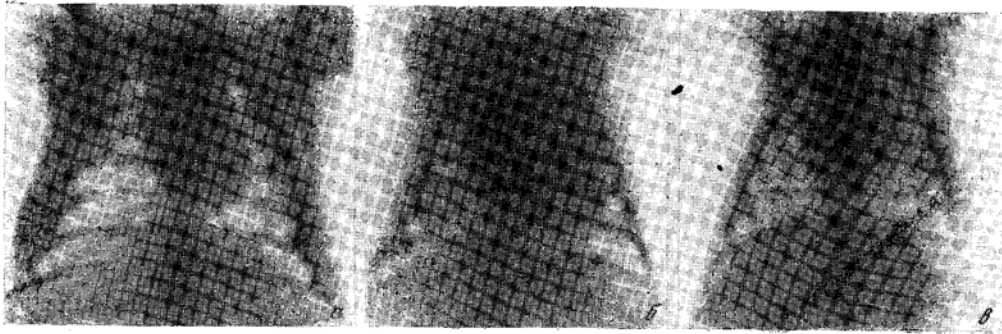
Кролик № 19. Рентгенограммы грудной клетки.
